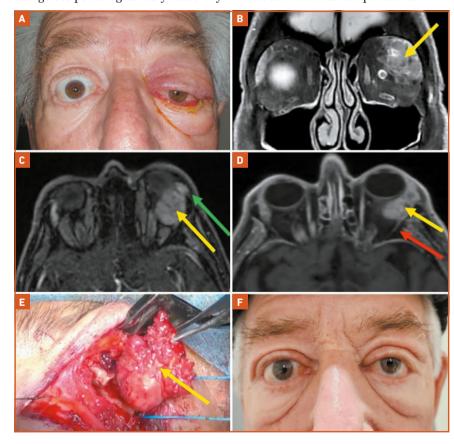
Exérèse d'une tumeur bénigne de la glande lacrymale gauche (images personnelles). A: Patient présentant une exophtalmie inflammatoire gauche. B: IRM montrant une volumineuse tumeur développée aux dépens du lobe orbitaire de la glande lacrymale (flèche jaune). C: IRM montrant la tumeur du lobe orbitaire (flèche jaune) refoulant en avant le lobe palpébral sain (flèche verte). D: Pédicule vasculo-nerveux de la glande lacrymale (flèche rouge). E: Exérèse in toto de la tumeur par orbitotomie latérale avec dépose osseuse. Le lobe orbitaire a donc été totalement retiré avec conservation du lobe palpébral. F: Aspect post-opératoire montrant la disparition de l'exophtalmie. Le Shirmer I postopératoire = 10 mm.
